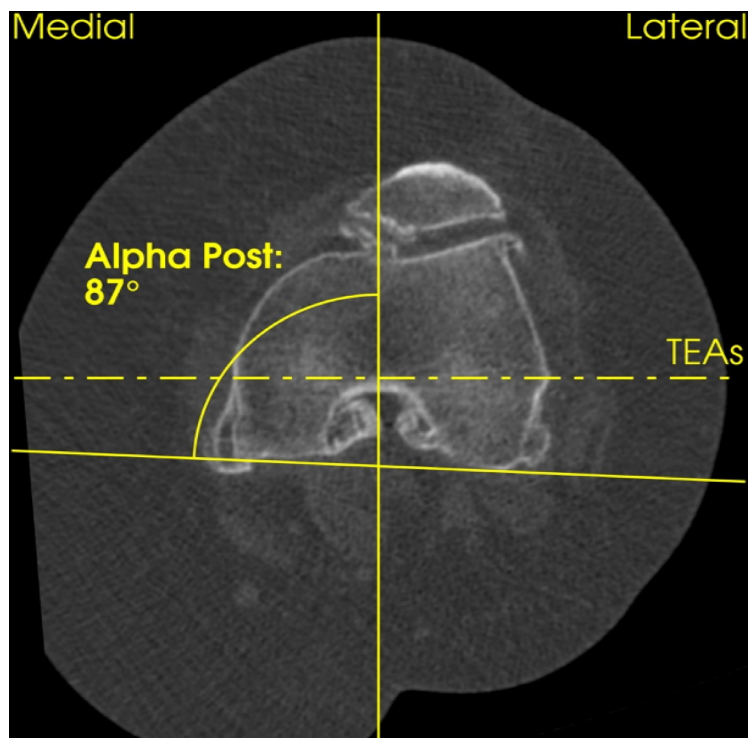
Coupe axiale du fémur en TDM, évaluation de la rotation fémorale native, angle entre la droite perpendiculaire à l'axe bi-épicondylien (TEAs) et la tangente à la partie postérieure des condyles.
